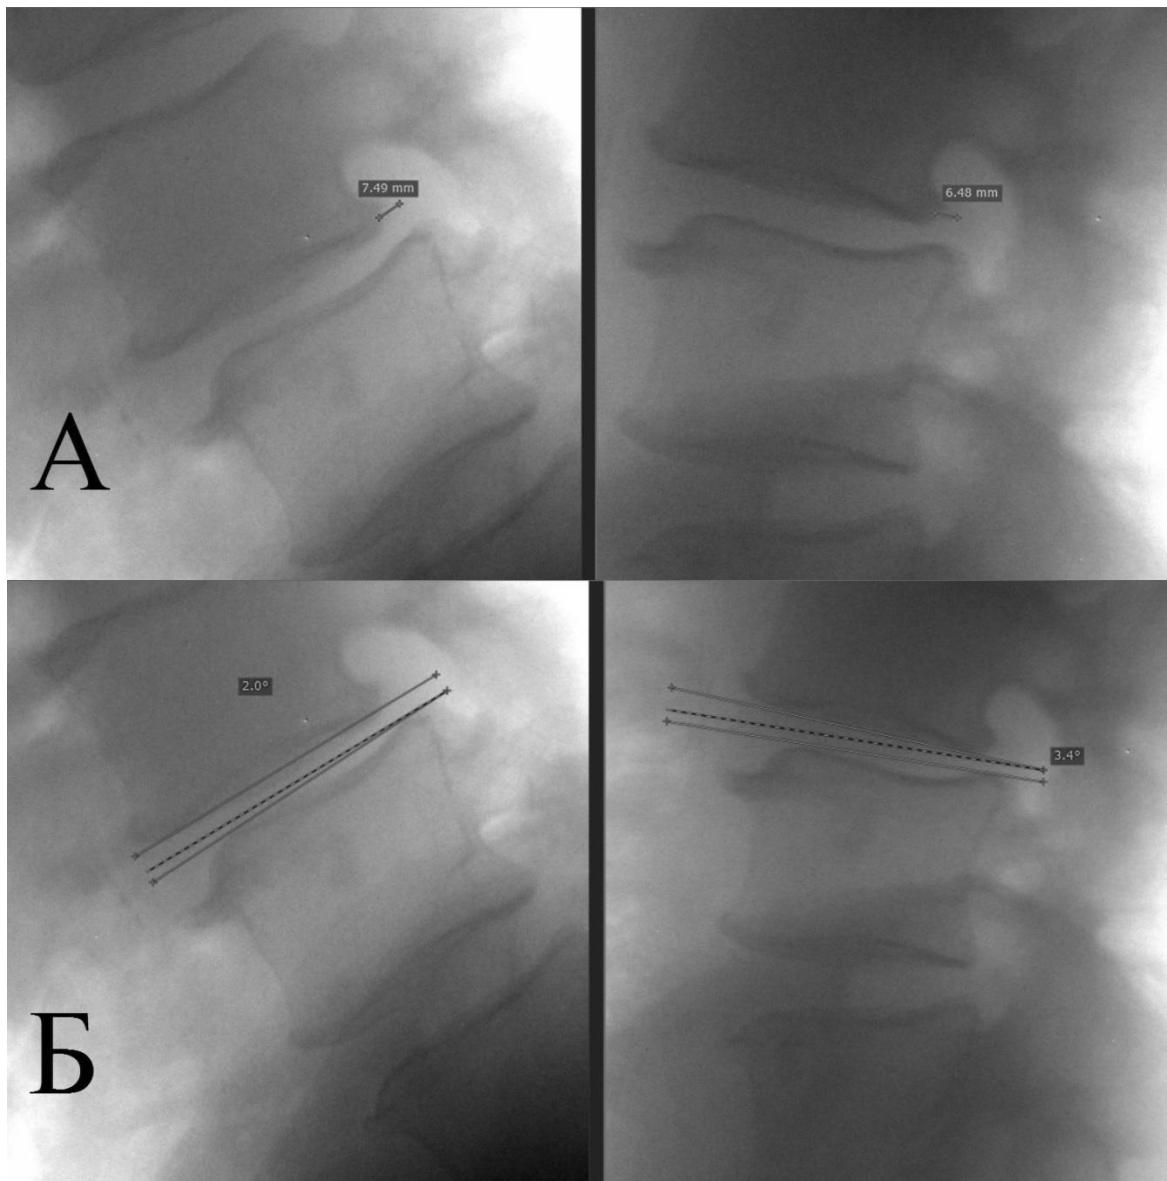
Функциональные рентгенограммы в положении сгибания (слева) и разгибания (справа) пациента М-ева (И/б 418-2018) в послеоперационном периоде: А – передне-заднее смещение, В – угловое смещение
